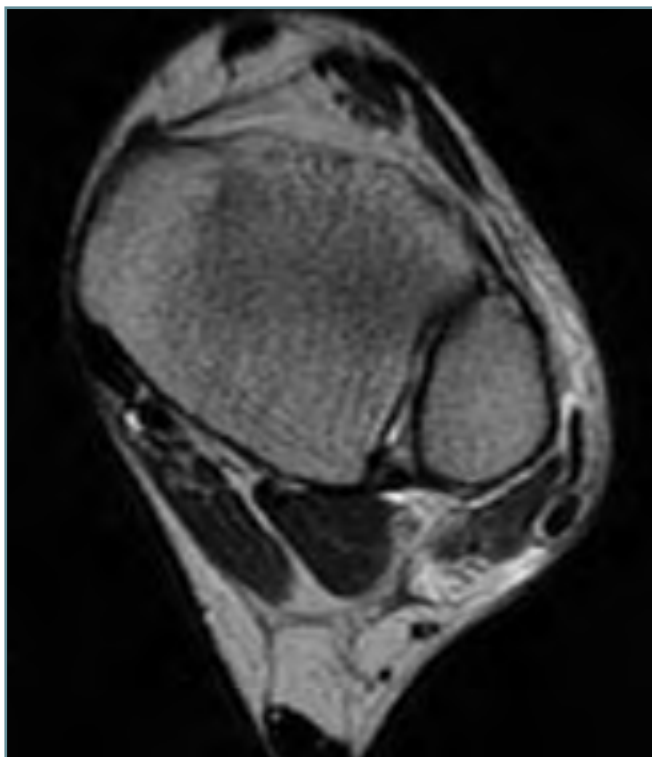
Imagen de RM en plano axial en la que se visualizan los ligamentos tibioperoneos anterior y posterior.
